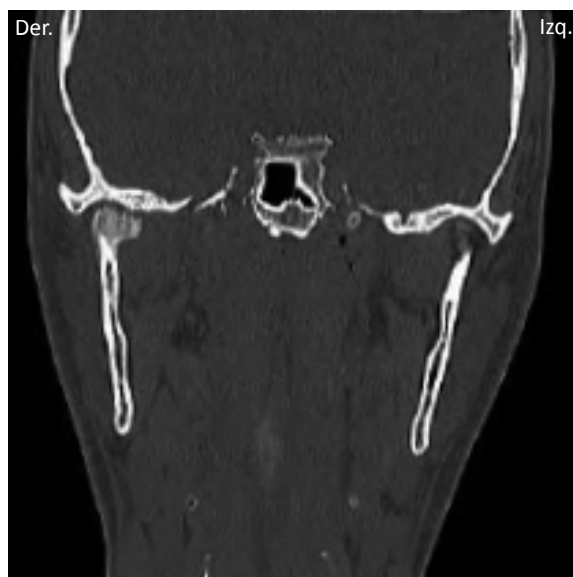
Tomografía computarizada de control tres meses después sin signos de artritis condilar.
